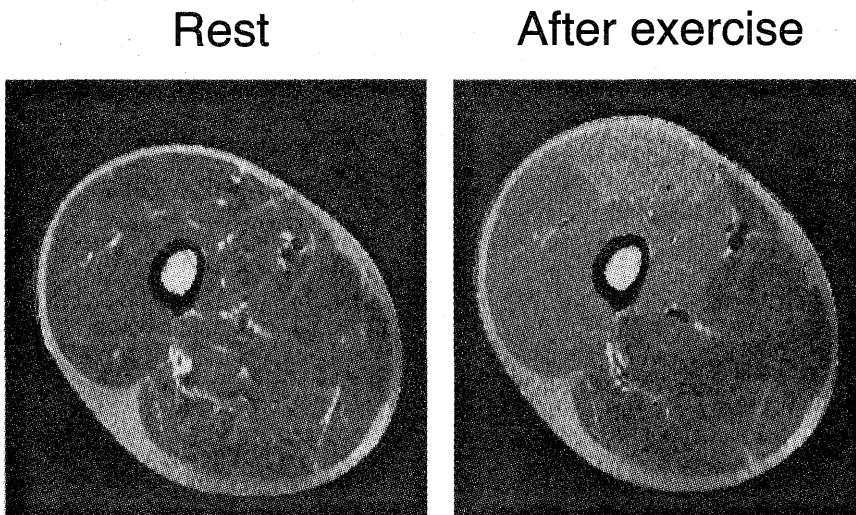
Representative T2-weighted MR images of thigh at rest and after exercise.
